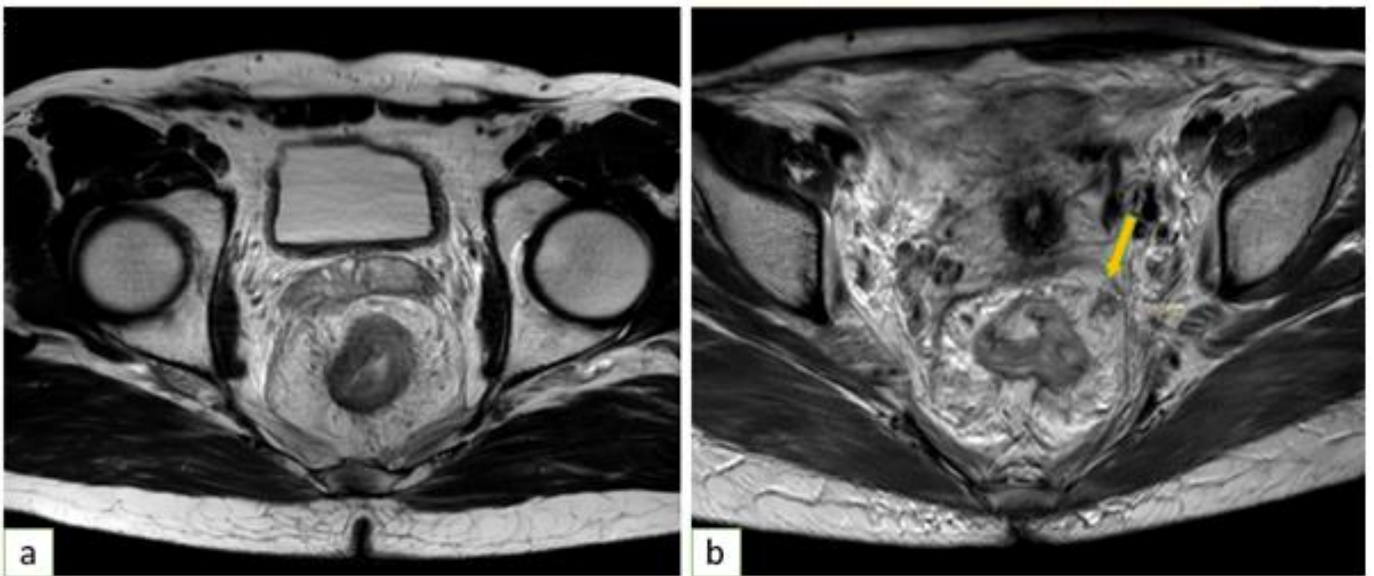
IRM rectale, séquence T2, coupes axiales, montrant le cancer rectal en différents stades. (a) Tm limitée à la musculature T2, (b) Tm dépassant la musculature de 4 mm T3b, (c) Tm infiltrant le mésorectum de 11mm T3c, (d) Tm infiltrant les vésicules séminales T4b.
